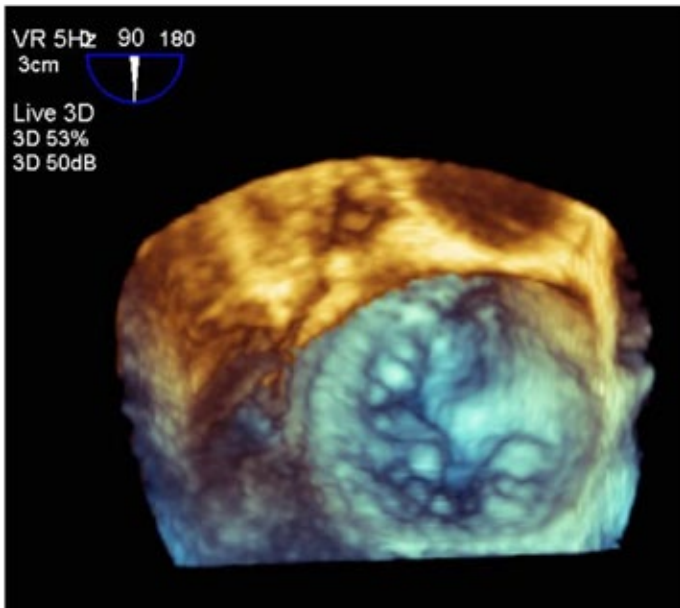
Ecocardiograma transesofágico. Reconstrucción 3D. Pueden visualizarse múltiples nódulos irregulares en el velo posterior de la válvula mitral.
